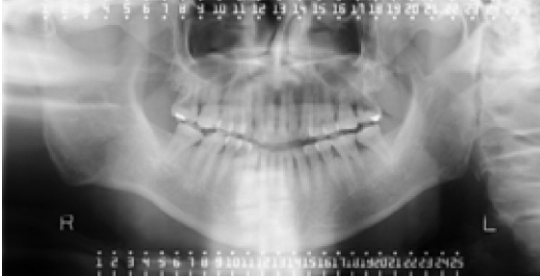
パノラマX線写真:顕著な異常は認めない。
